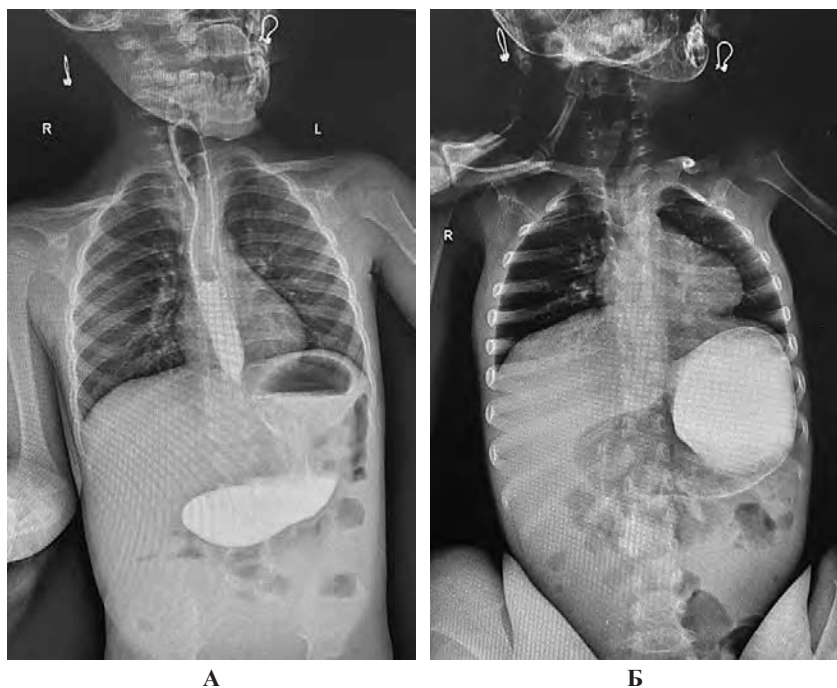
Рентгенография органов дыхания и брюшной полости с проведением:
